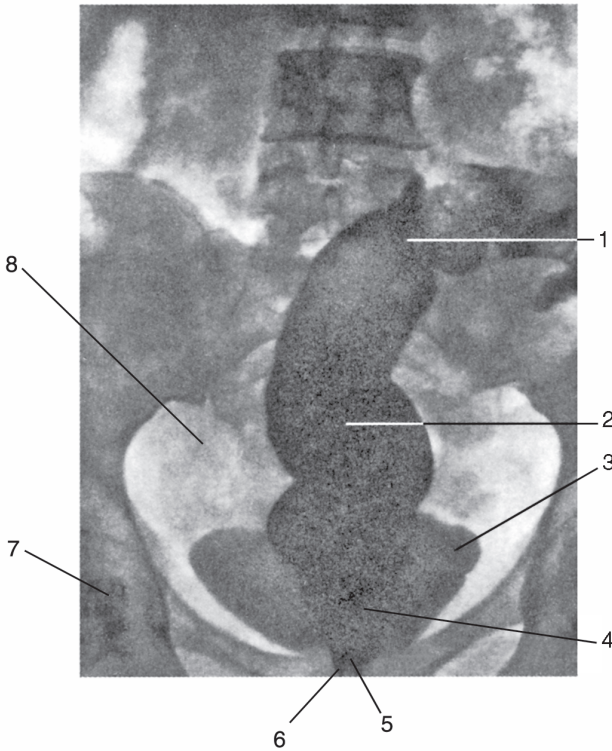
Прямая кишка (ее отделы) на рентгеновском снимке, вид спереди.
